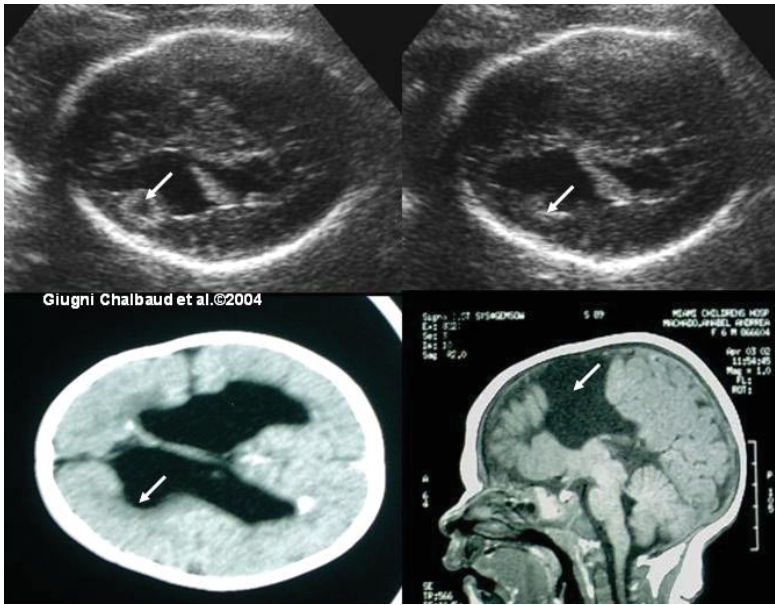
Polo cefálico de feto de 27 semanas que muestra ventriculomegalia bilateral e imagen ecogénica (flechas) con centro econegativo que mas adelante se abre hacia la cavidad ventricular formando una muesca (porencefalia comunicante), durante la lactancia le fue practicado estudio imagenológico (TAC) que confirmó la imagen en ventrículo mas la existencia de esquisencefalia de labios cerrados, en el hemisferio contralateral que no fue observada en el estudio ultrasonográfico antenatal.
